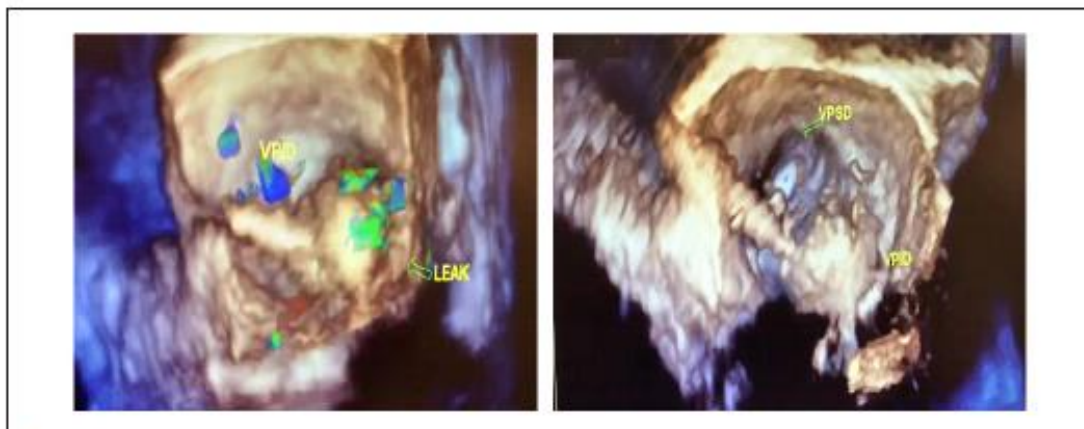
Posicionamento do balão guiado pelo ecocardiograma transesofágico 3D. À esquerda: oclusão insatisfatória. Observe-se o vazamento do contraste em torno do balão. À direita: oclusão satisfatória. Não se observa vazamento do contraste.
